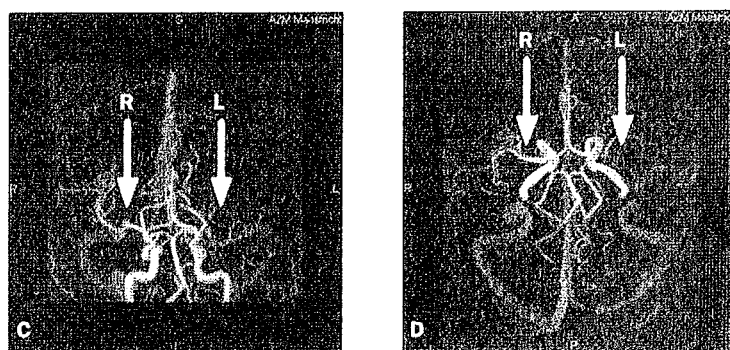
Angiogramme par IRM. L'artère cérébrale centrale gauche est invisible, signe d'une occlusion thrombotique.
